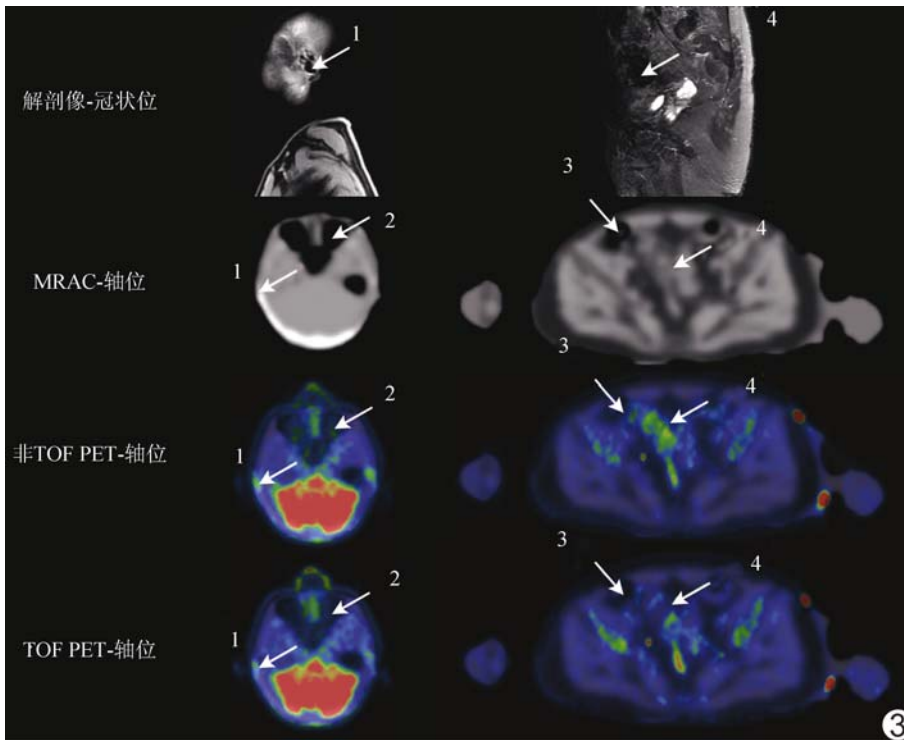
全身空腔部位的 MRAC 图和相应部位的 TOF PET、非 TOF PET 放射性摄取情况对比 冠状位解剖像(由上到下),轴位的 MRAC、非 TOF PET 融合、TOF PET 融合影像。标记为 1、2、3、4 的空腔 ROI 代表四类常见的 MRAC 与 TOF 重建组合:1 为将 MRAC 的空腔误分为骨,TOF 和非 TOF 重建均表现为高摄取,但非 TOF 假摄取更高;2 为 MRAC 正确,TOF 能更减轻假摄取;3 为 MRAC 正确,TOF 和非 TOF 均得到合理的 PET 图像;4 为 MRAC 将空腔误分为脂肪,TOF 能进一步减轻非 TOF 重建的空腔内高摄取
